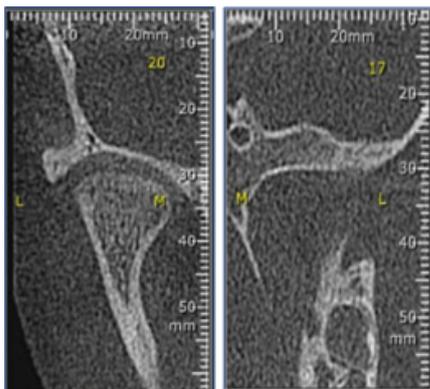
Examen de tomografía computarizada de haz cónico (Cone Beam).
